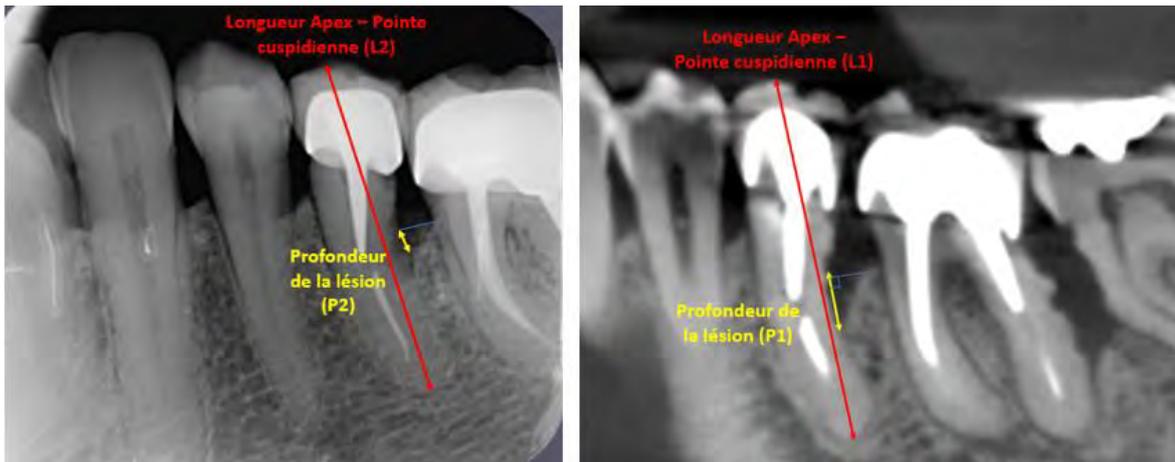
Techniques de mesure utilisées sur les radiographies 2D et 3D pour réaliser une échelle (examens radiographiques du Dr CALVO)
